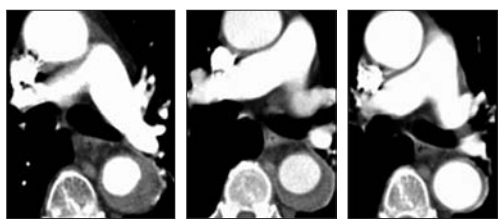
Seguimiento por TC de un HIM de aorta descendente. El hematoma en el momento del diagnóstico (izquierda), a los 3 meses (centro) y al año (derecha).
